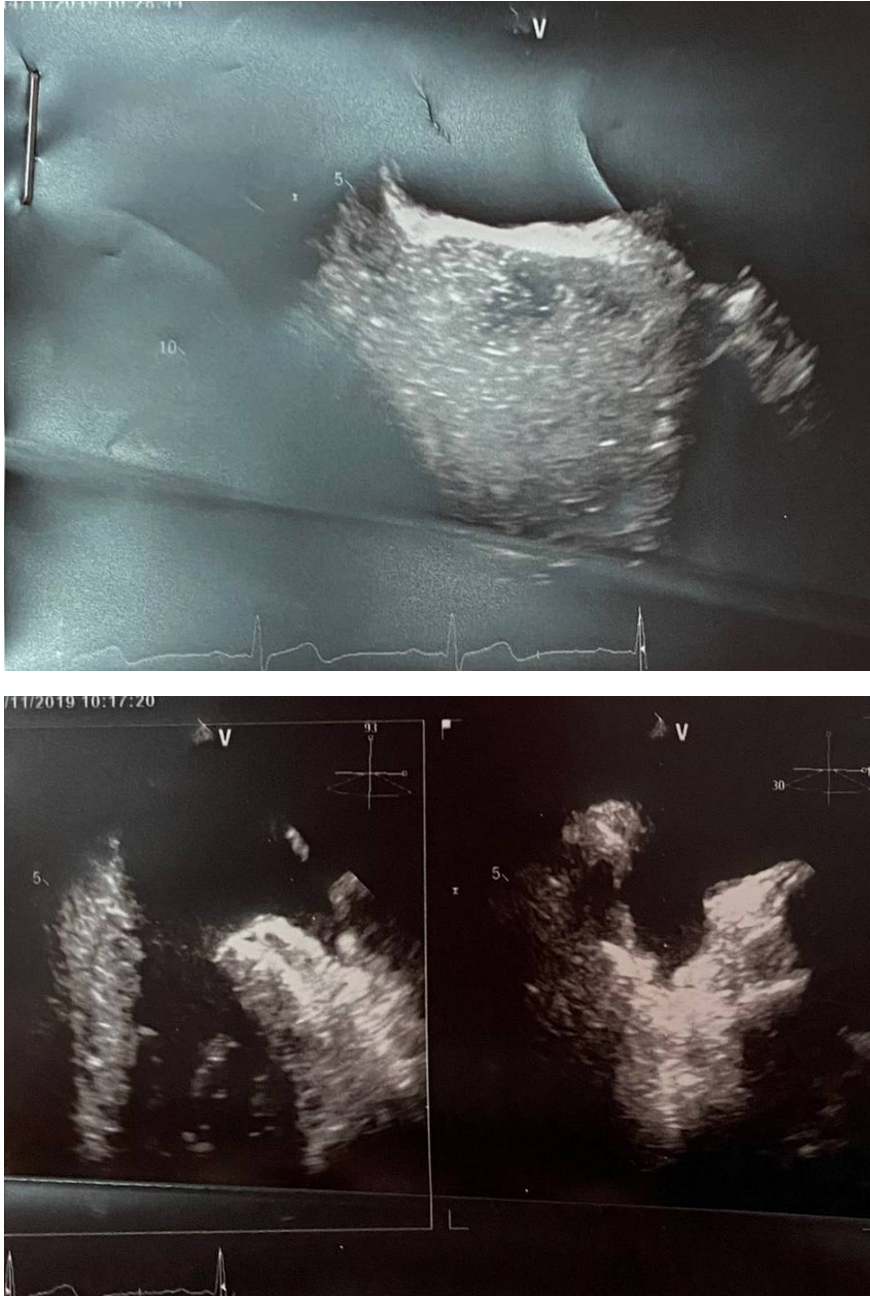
Echocardiographie transthoracique du patient 22
